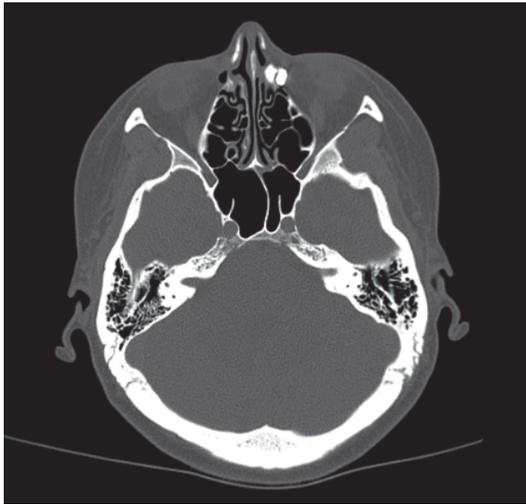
Мультиспиральная компьютерная томография полости носа, околоносовых пазух с контрастированием слёзных путей
